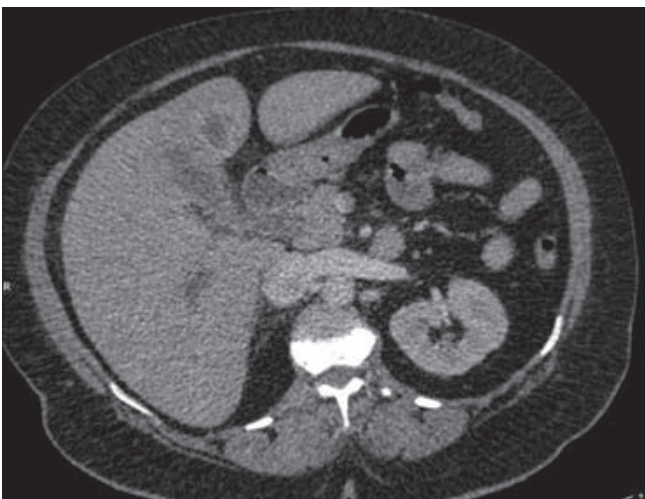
En la tomografía computarizada se aprecia engrosamiento de las paredes de la vesícula y colección perivesicular anterior e inferior de 23 mm.
